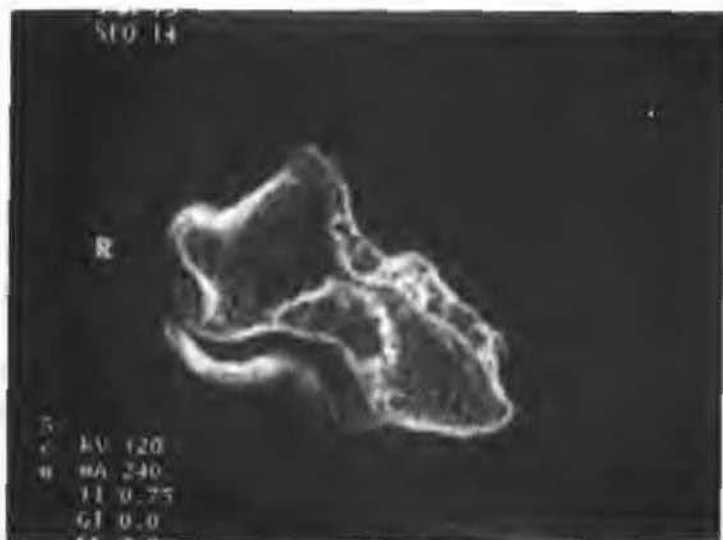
CT 轴位示: 肱骨小头撕脱骨折, 尺骨鹰嘴多发性骨折, 滑车基本正常
